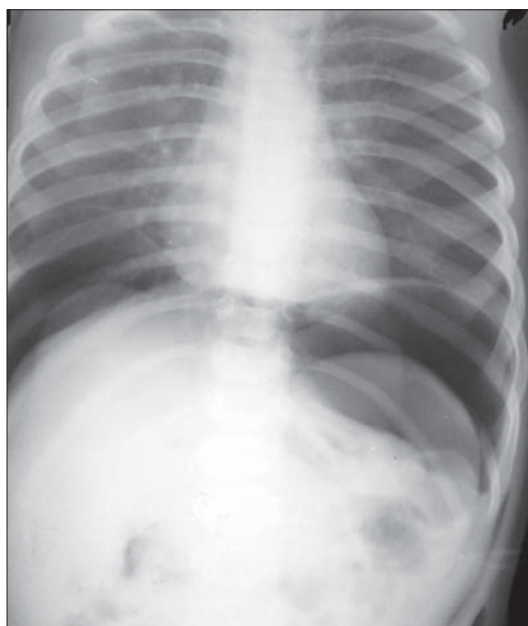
Pneumoperitoneu. Radiografie abdominală AP.
